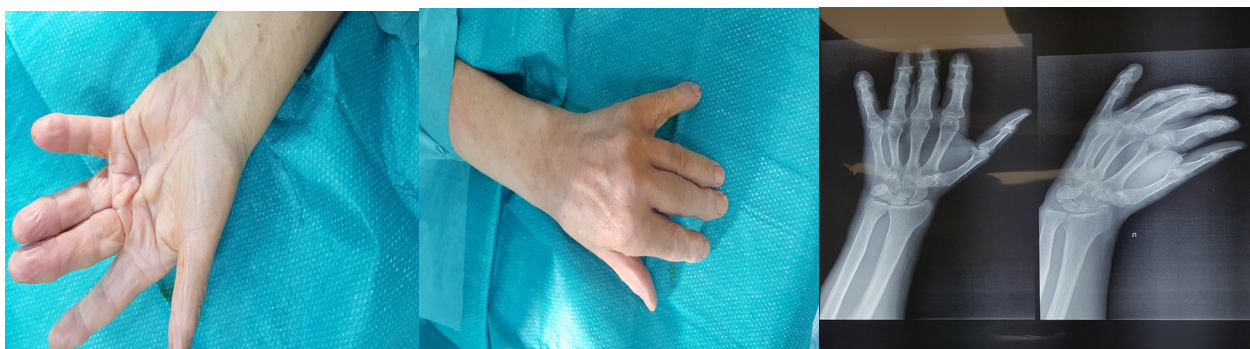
Внешний вид и рентгенограмма кисти.
